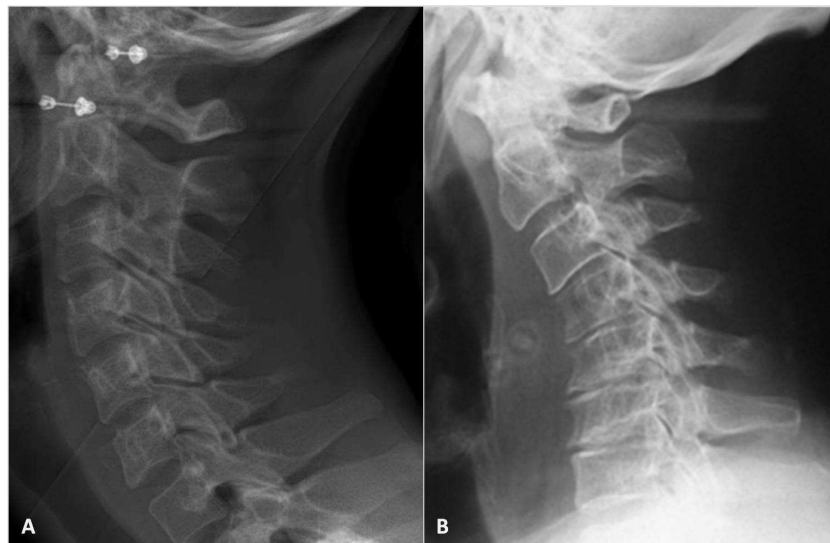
Aspects radiographiques de la cervicarthrose. Radiographies de profil montrant un rachis cervical sain (A) et un rachis cervical cervicarthrosique (B) avec pincements discaux étagés, ostéophytes et cyphose.
